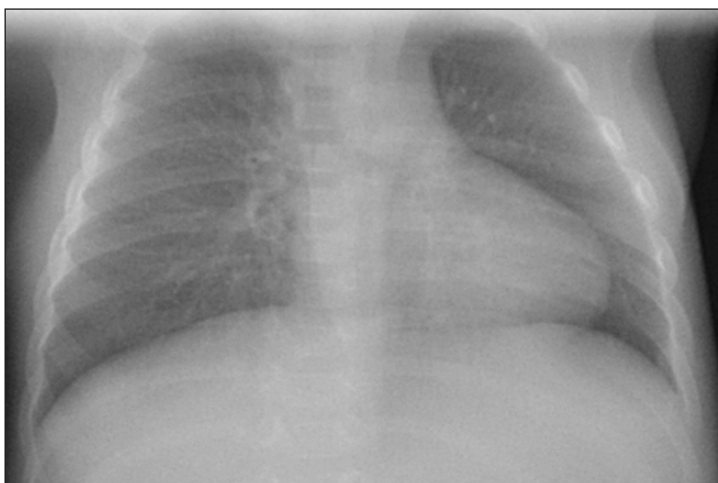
Рентгенография органов грудной полости в прямой проекции. Тетрада Фалло
